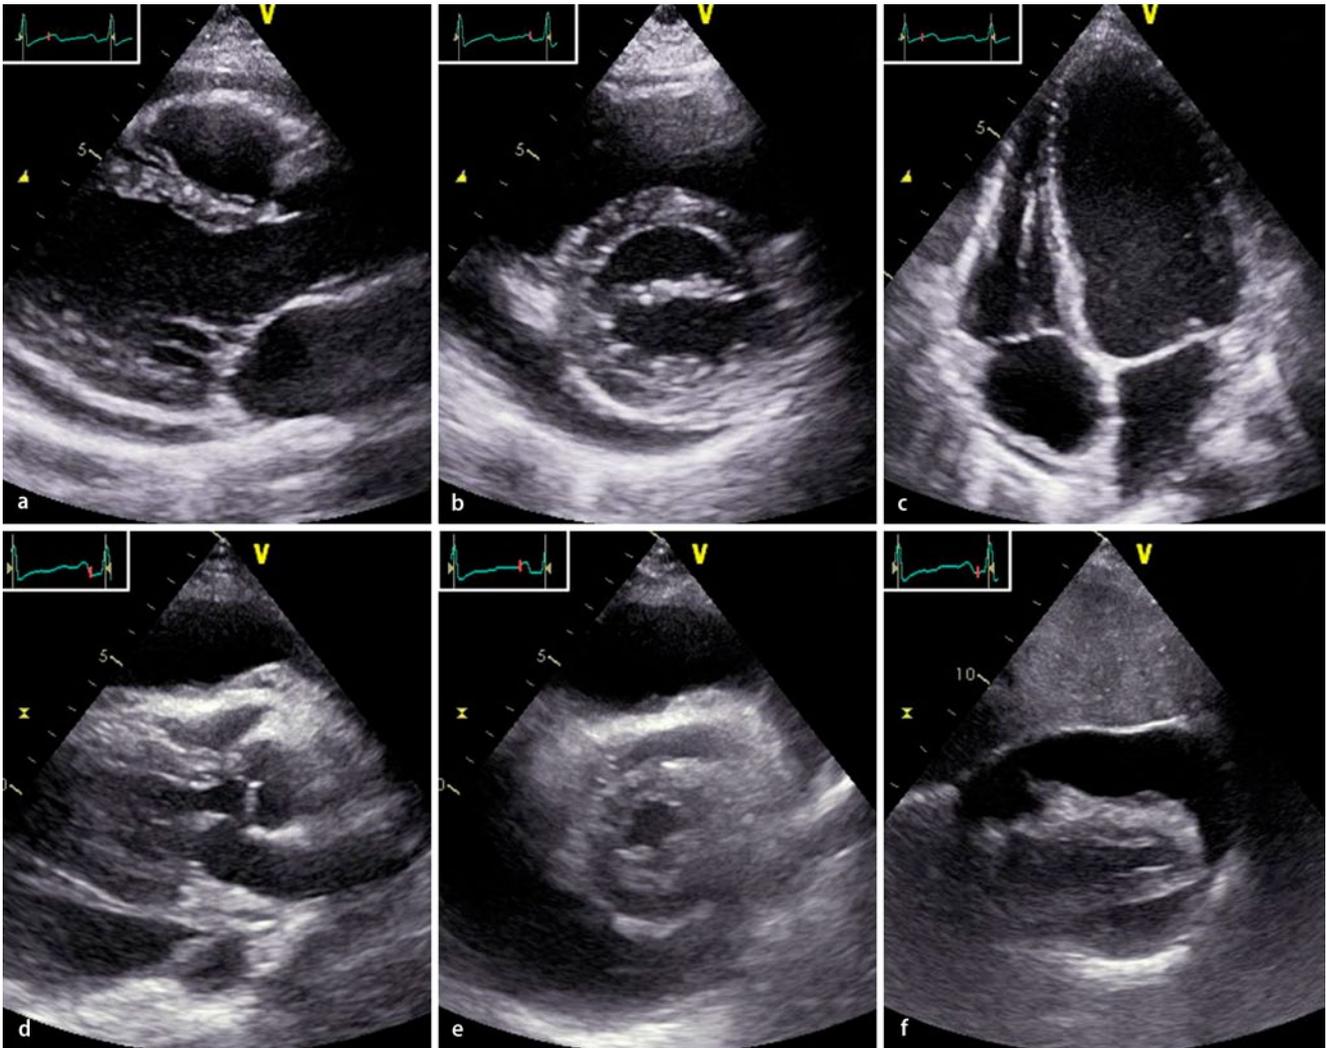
▲ Dokumentation eines hämodynamisch nicht relevanten kleinen Perikardergusses ohne hämodynamische Relevanz in der Systole a in der parasternalen langen Achse und b in der parasternalen kurzen Achse und c im apikalen 4-Kammer-Blick sowie Dokumentation eines hämodynamisch relevanten Perikardergusses mit Kompression des rechten Ventrikels in der Diastole d in der parasternalen langen Achse und e in der parasternalen kurzen Achse sowie f im subkostalen 4-Kammer-Blick
